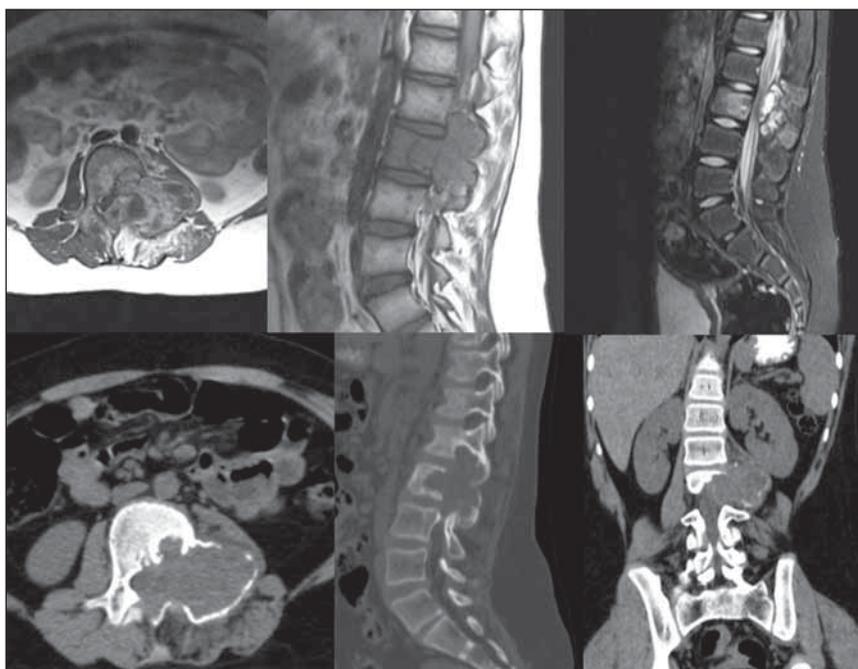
КТ и МРТ исследования при поступлении
